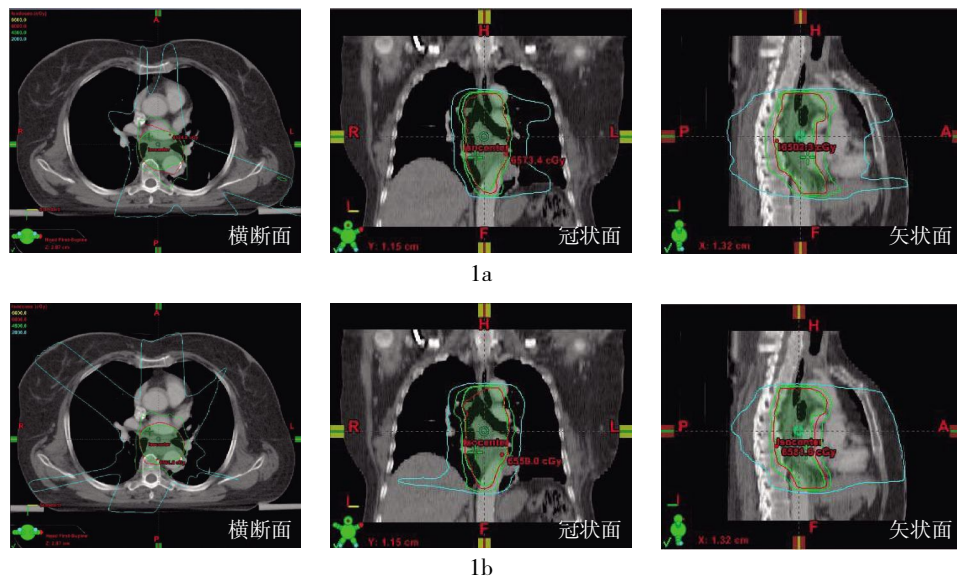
放射治疗计划系统中显示的食管癌患者的CT图像 图1a中的线条为5野调强计划等剂量分布图,图1b中的线条为7野调强计划等剂量分布图。红色线条为60 Gy等剂量线,示处方剂量为60 Gy等剂量线包围计划靶体积的情况;绿色线条为45 Gy等剂量线,示脊髓的计划风险体积剂量低于45 Gy;蓝色线条为20 Gy等剂量线,示双肺的低剂量受照体积。
